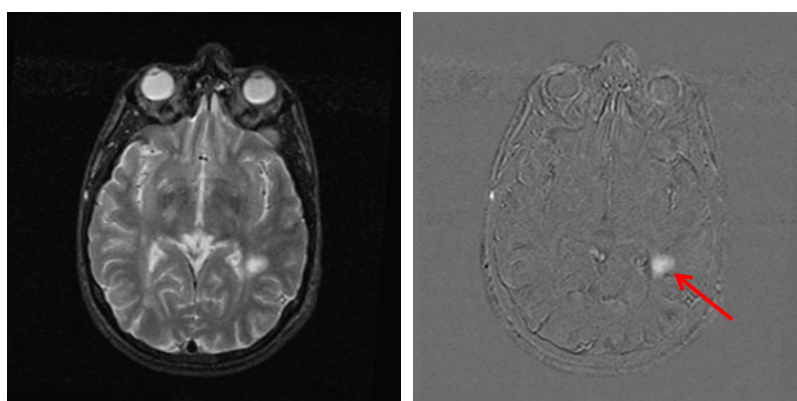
Coupe d'une IRM pondérée T2 d'un patient atteint de lésions de sclérose en plaques (à gauche) et l'image de différence avec la première acquisition du suivi de ce patient (à droite). La flèche rouge indique la lésion. La région d'intérêt autour de cette lésion est étudiée en détail sur la figure 9.8.
